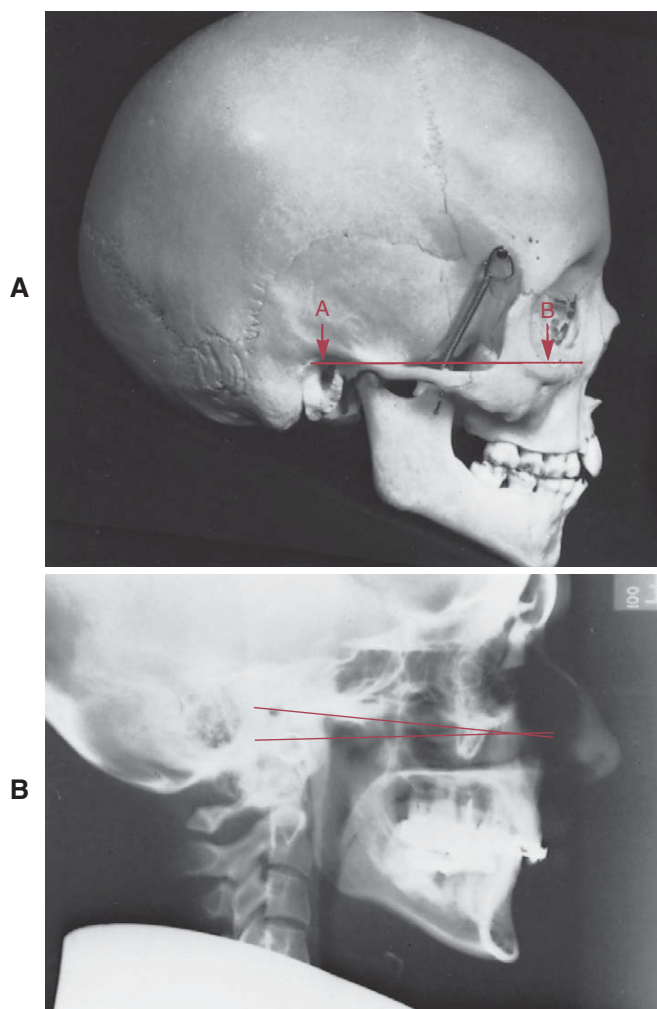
A, O plano de Frankfurt como originalmente descrito para a orientação de crânios secos. Este plano estende-se da borda superior do conduto auditivo externo (A) (pório) anteriormente até a margem inferior da órbita (orbitário) (B). B, Usando o “pório metálico”, a borda superior do posicionador auricular do cefalostato, pode-se ter um plano de Frankfurt diferente daquele originado utilizando-se o “pório anatômico”, na borda superior da sombra do canal auditivo. Ambos, o pório e o orbitário, os pontos para o plano de Frankfurt são difíceis de localizar precisamente em radiografias cefalométricas, tornando o plano de Frankfurt relativamente não confiável como referência para análise cefalométrica.
